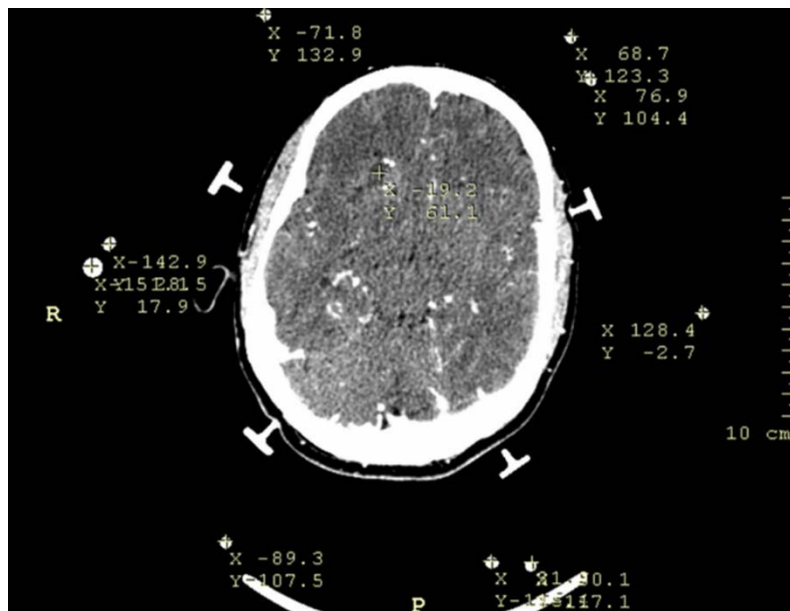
Un corte axial de tomografía mostrando las seis barras verticales del N-localizador
